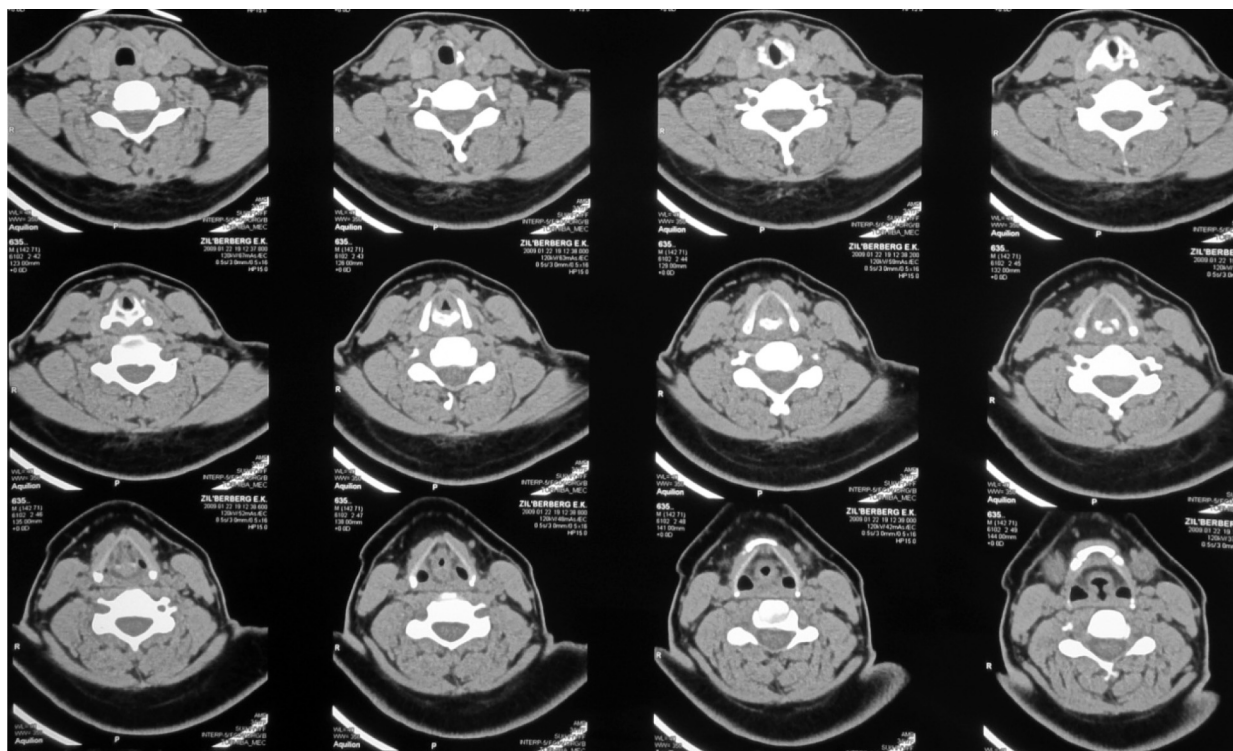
Компьютерная томография шеи пациентки 3. от 22.01.2009 г.
